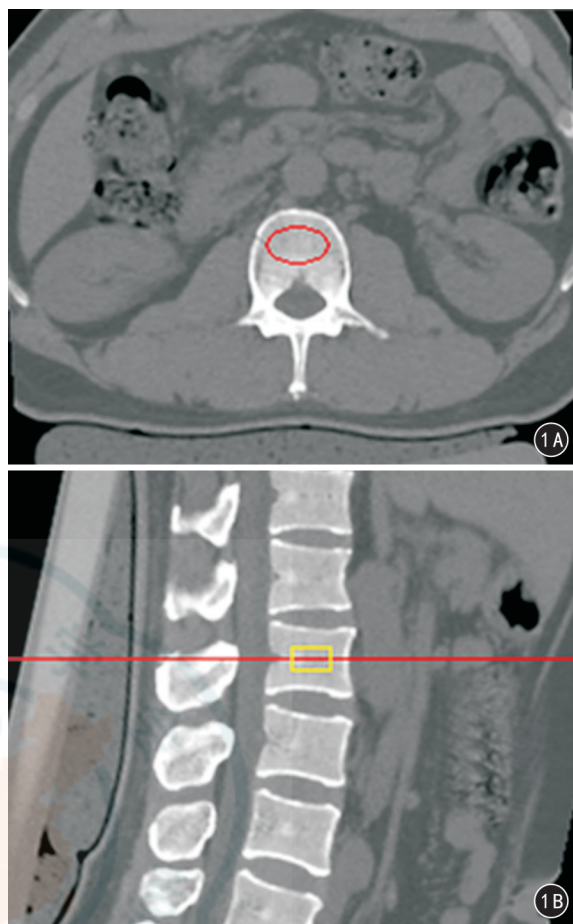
志愿者男,46 岁,定量 CT 测量 L₂ 椎体体积骨密度(vBMD) 1A CT 横断面图像中选定椎体的几何中心为测量区域,确定感兴趣区(红圈) 1B CT 矢状面图像中将 L₂ 椎体方向调整至与水平参考线(红线)平行,应用 Mindways 定量 CT PRO 5.0.3 软件测得 vBMD
